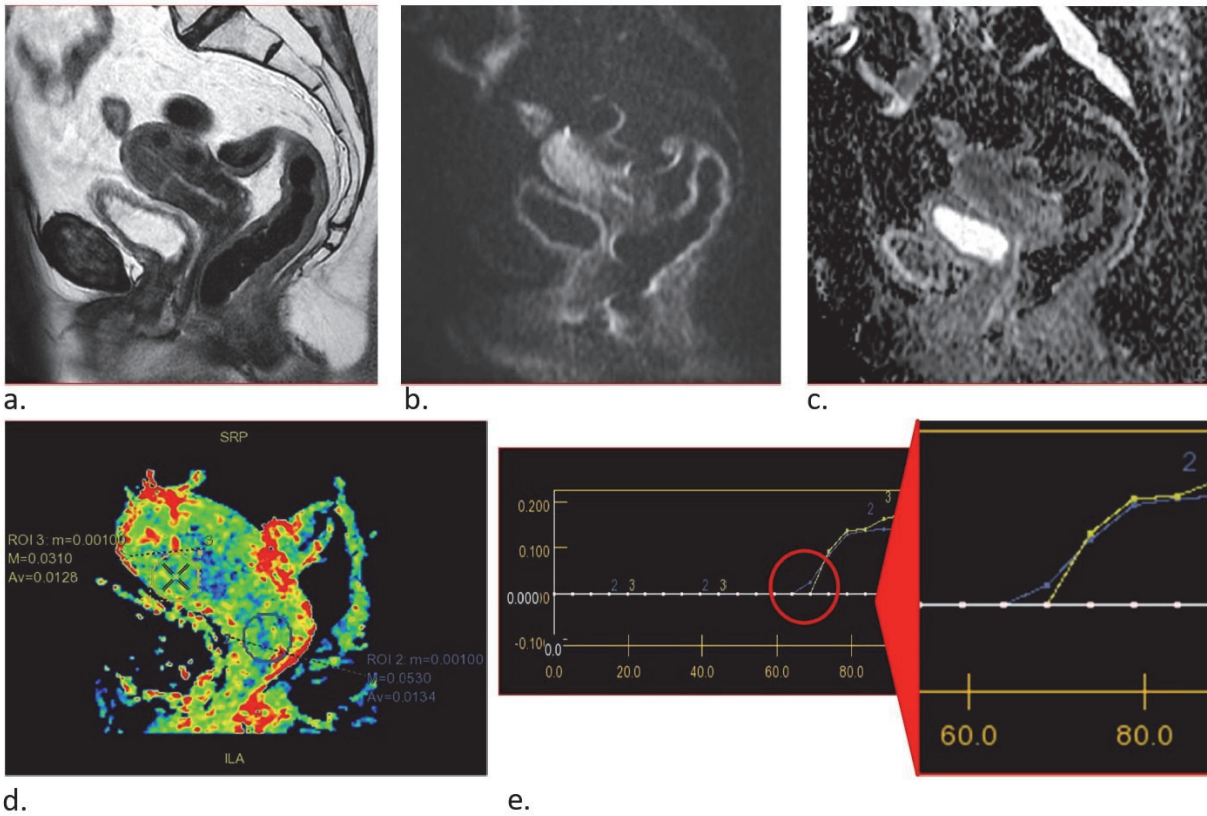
Patiente de 63 ans avec cancer du col utérin localement avancé après traitement néoadjuvant (radiochimiothérapie et curithérapie) : IRM de fin de traitement a. coupe sagittale en pondération T2 sans anomalie de signal suspect b. coupe sagittale en pondération diffusion b1000 sans hypersignal suspect c. coefficient d'ADC ne montrant pas d'anomalie. d. Coefficient d'ADC ne montrant pas d'anomalie d. cartographie couleur max slope avec un VOI positionné sur le col utérin (2) et un VOI de référence positionné sur le myomètre (3) e. courbe de rehaussement montrant une courbe de type B en faveur d'un reliquat tumoral, confirmé sur la pièce d'hystérectomie
